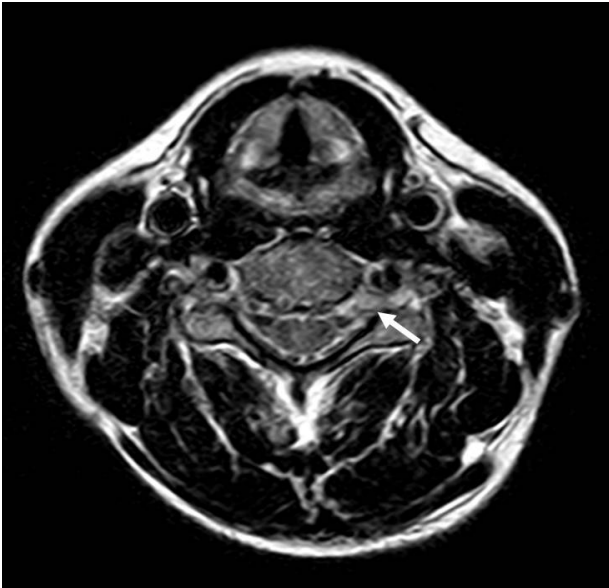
Cervical spine MRI of the patient. Axial T2 FLAIR MR showed a dissecting aneurysm (arrow) at left 5th cervical paravertebral region with mass effect.
